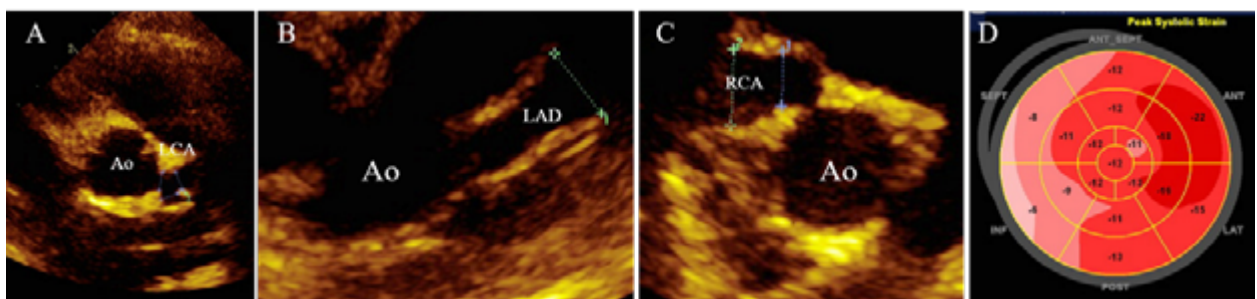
경흉부 심초음파. Parasternal short-axis view에서 A)좌측 주관상동맥의 확장이 보인다. B)좌전하행동맥의 전반적인 심한 확장이 관찰된다. C) 우관상동맥 ostium의 심한 협착과 근위부의 심한 확장을 확인할 수 있다. 원위부의 혈류는 확인되지 않았다. D) 좌심실의 Longitudinal strain 분석에서 우관상동맥 territory 인 좌심실 interior 및 septum의 wall motion이 감소해 있음을 확인할 수 있다.
